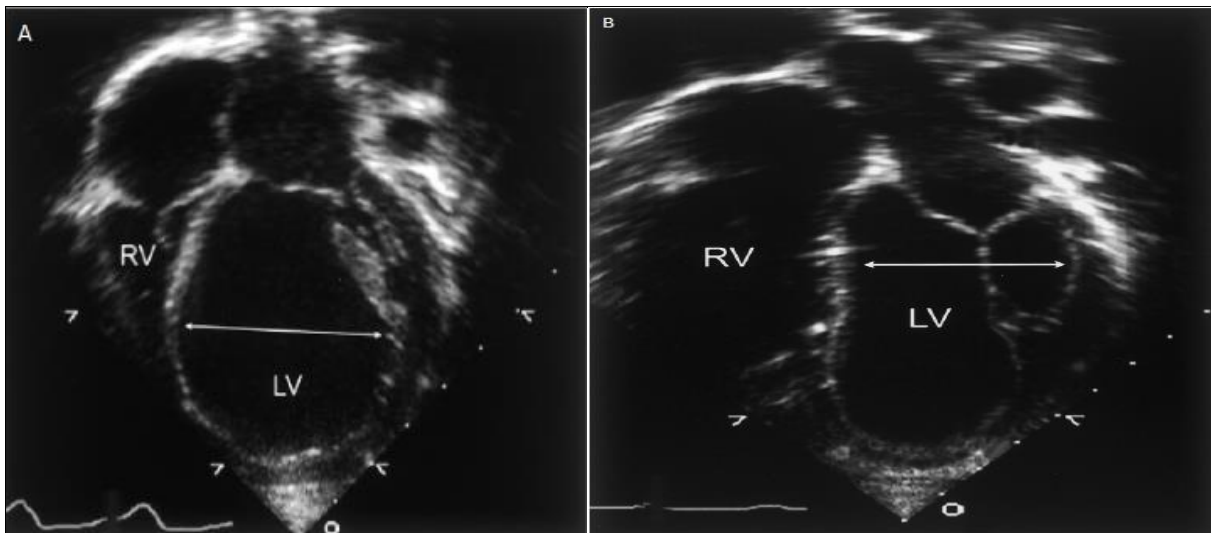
Comparaison de la configuration ventriculaire du ventricule gauche normal (A) et de la cardiomyopathie dilatée (B) en échocardiographie apicale et transversale.
